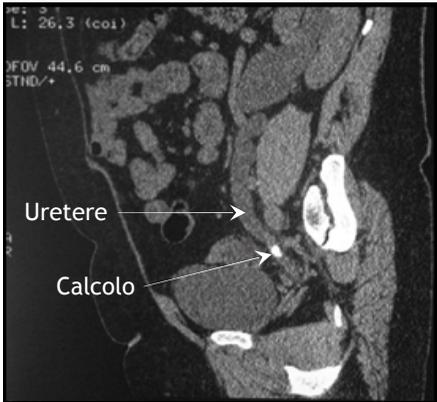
TC addome (ricostruzione):
